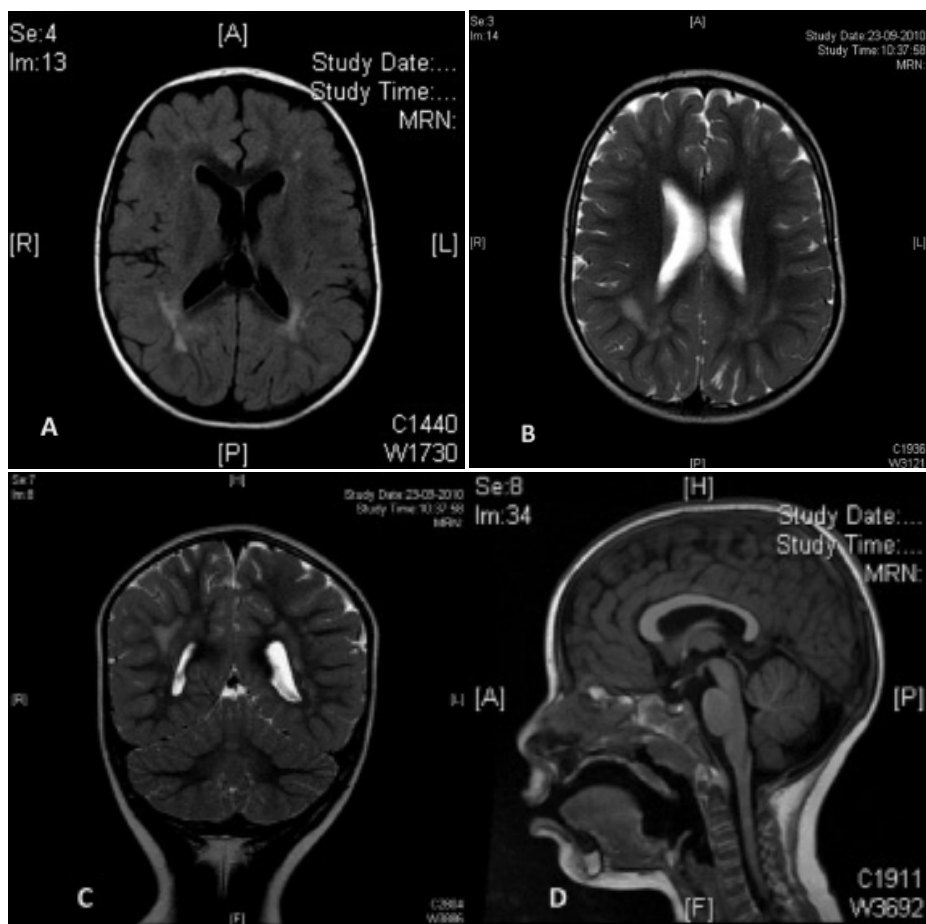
• Ressonância magnética encefálica de criança de 28 meses com leucoencefalopatia secundária a infecção congénita a CMV. Imagens obtidas em planos axiais T2 (A) e T2 flair (B), coronal T2 (C) e sagital T1 (D). Hiperintensidade de sinal em T2 na substância branca cerebral ao nível periventricular (A, B) - peri-atrilar e em torno dos cornos occipitais, na região profunda estendendo-se às camadas subcorticais (C) e na região frontal onde tem padrão focal de predomínio subcortical. Estas alterações do sinal têm tradução em T1 por hipossinal ao nível das lesões confluentes parietais (D). Comissura calosa de espessura reduzida principalmente no segmento posterior do corpo e no esplénio (D). Megacisterna magna.
